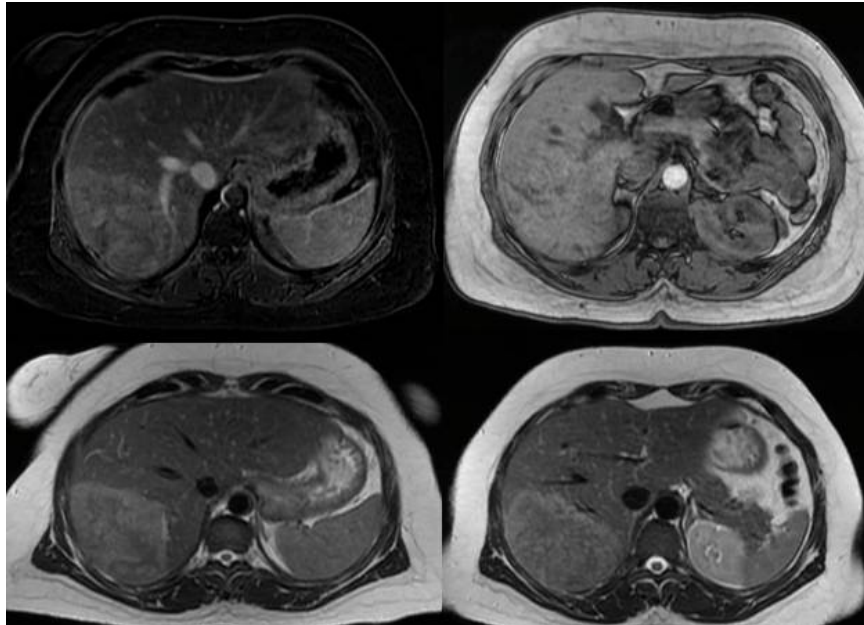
Resonancia Magnética en diferentes fases.
